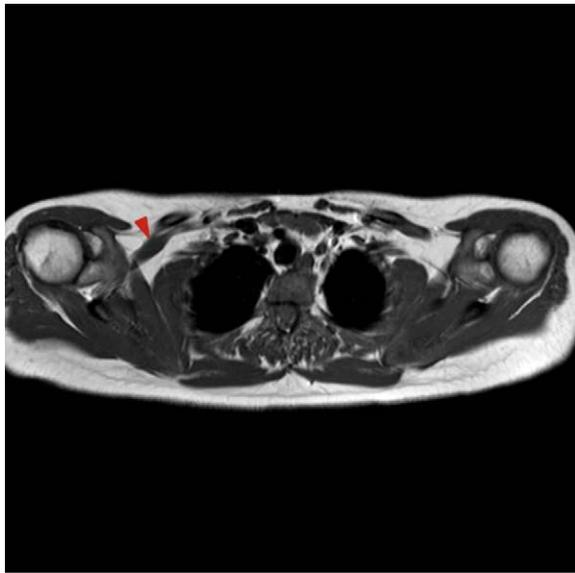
Angiorresonancia de troncos supraaórticos en el que se muestra una estenosis significativa de la arteria subclavia derecha a su paso por el espacio costoclavicular derecho cuando el paciente levanta los brazos (flecha roja).
